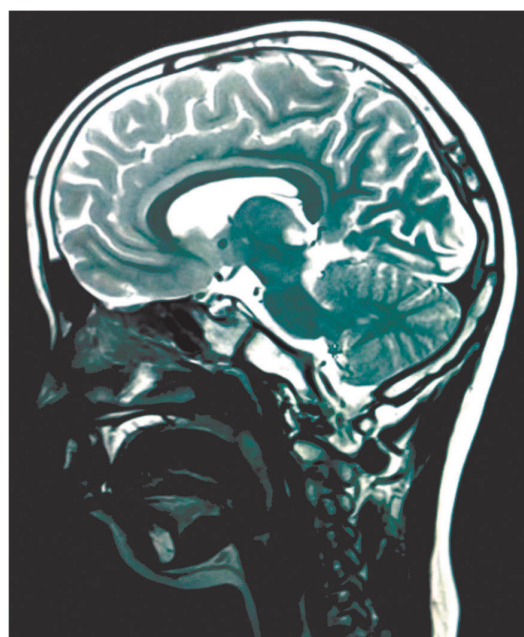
МРТ ГМ после операции
